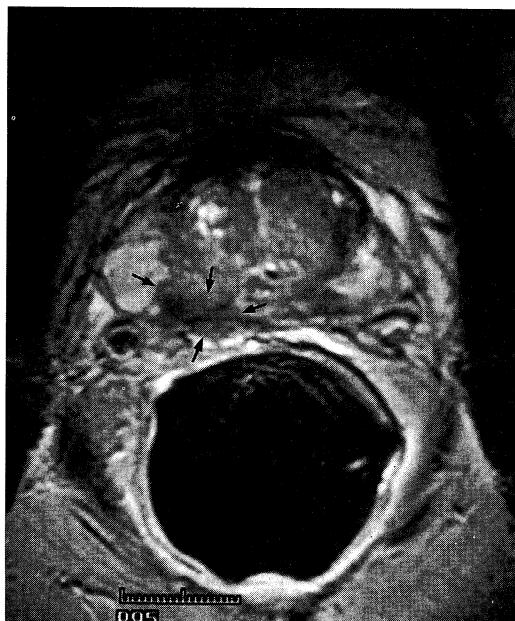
Rectal coil MR imaging of the prostate in screening examinations, showing a mass with low intensity in the right peripheral zone (arrows).
